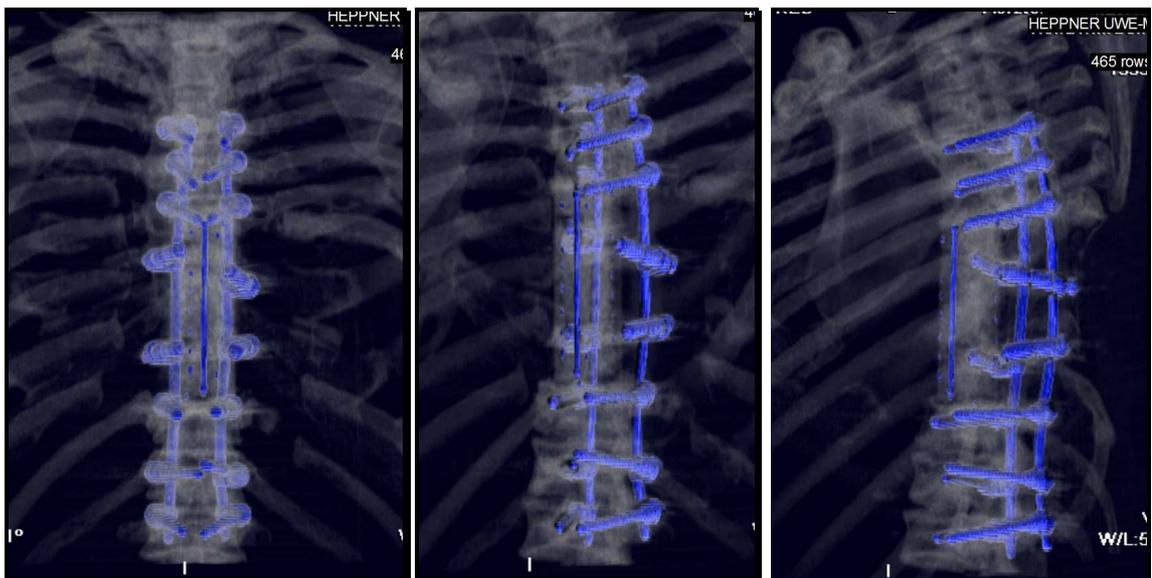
Postoperative 3D-Darstellung der CT-Kontrolle der Instrumentierung.
